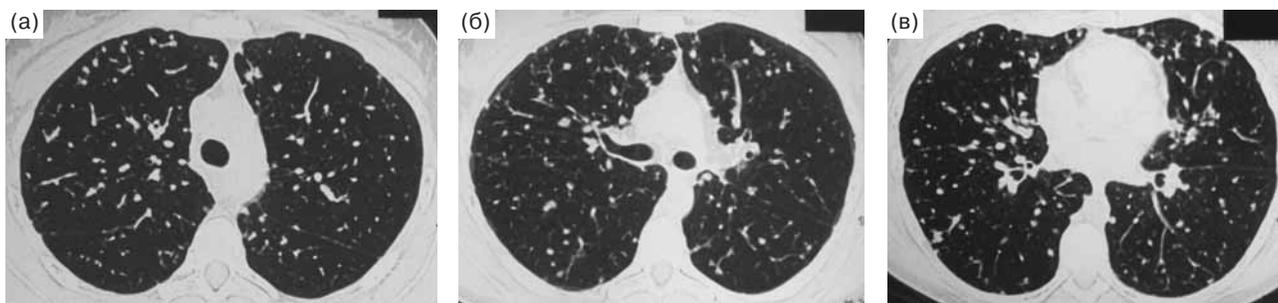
Фрагменты КТ легких (январь 2008 г.) на уровне дуги аорты (а), главных бронхов (б) и нижнедолевых бронхов (в).
